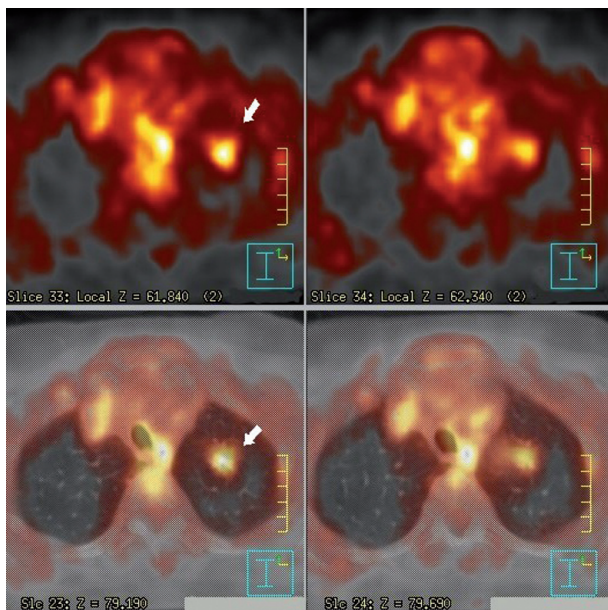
PET-TDM montrant un hypermétabolisme au niveau de la lésion du lobe supérieur gauche
